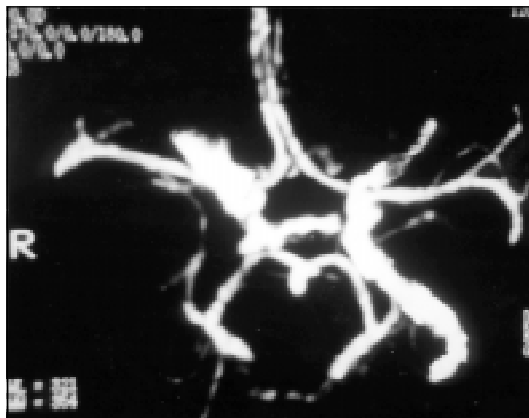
Angiotomografia, mostrando massa avascular, desviando as artérias cerebral anterior e cerebral média à esquerda.
